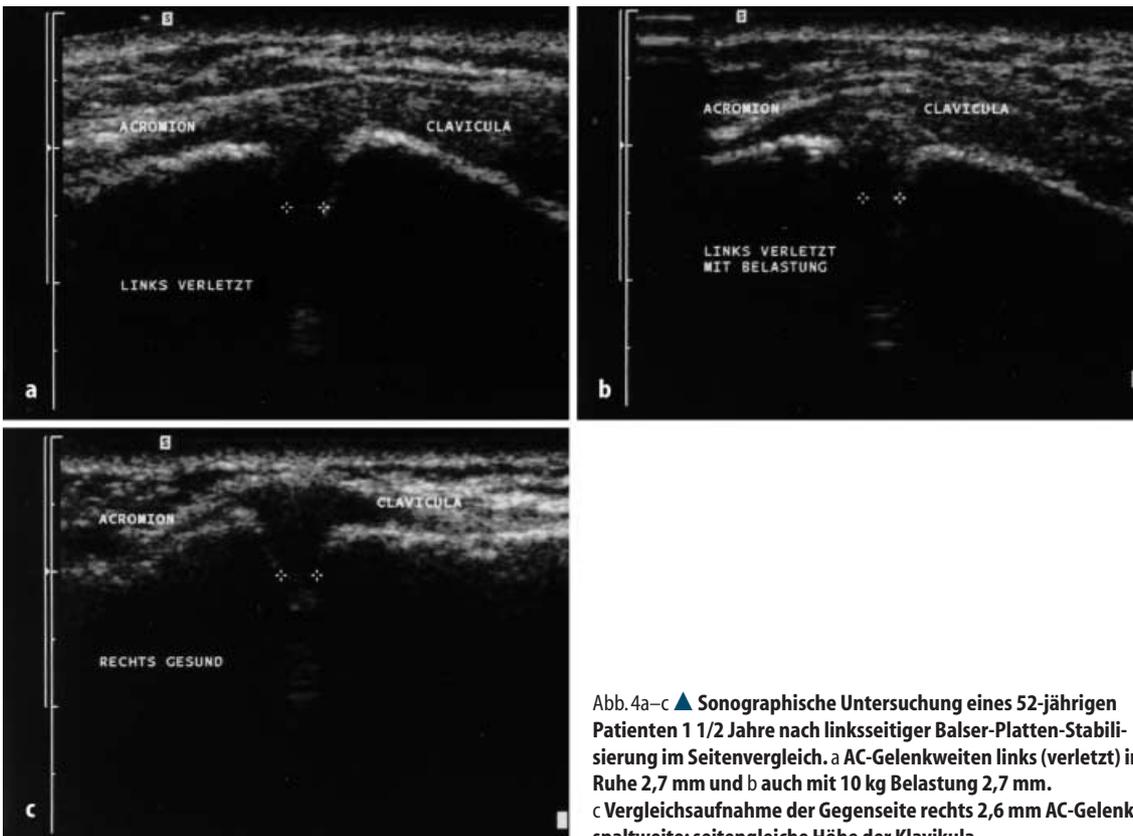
c ▲ Sonographische Untersuchung eines 52-jährigen Patienten 1 1/2 Jahre nach linksseitiger Balsler-Platten-Stabilisierung im Seitenvergleich. a AC-Gelenkweiten links (verletzt) in Ruhe 2,7 mm und b auch mit 10 kg Belastung 2,7 mm. c Vergleichsaufnahme der Gegenseite rechts 2,6 mm AC-Gelenkspaltweite; seitengleiche Höhe der Klavikula
